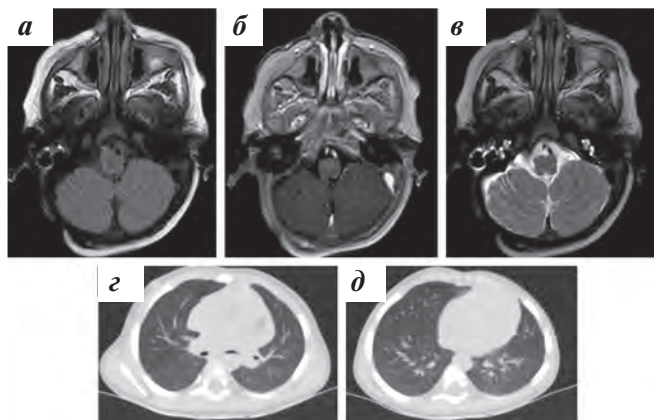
МРТ головного мозга и КТ органов грудной клетки после окончания комбинированной таргетной терапии вемурафениб + кобиметиниб: а – T2 FLAIR; б – T1-ВИ; в – T2-ВИ; г, д – разрешение очагов консолидации, гиповентиляции в сравнении с инициальным обследованием
